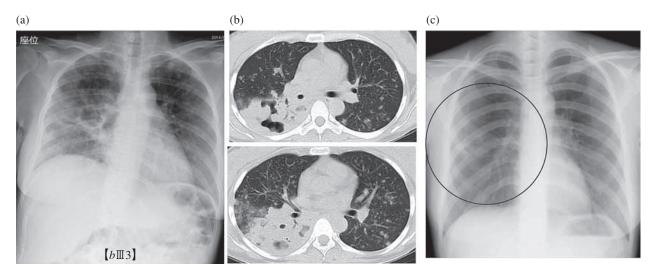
Chest radiograph and chest computed tomography findings of the patient. (a) Chest radiograph on admission showing a cavity in the right lung, and consolidation and nodules in both the lungs. (b) Chest computed tomography on admission, showing a cavity, nodules, and consolidation. (c) Chest radiograph at 3 months before the development of cough.
